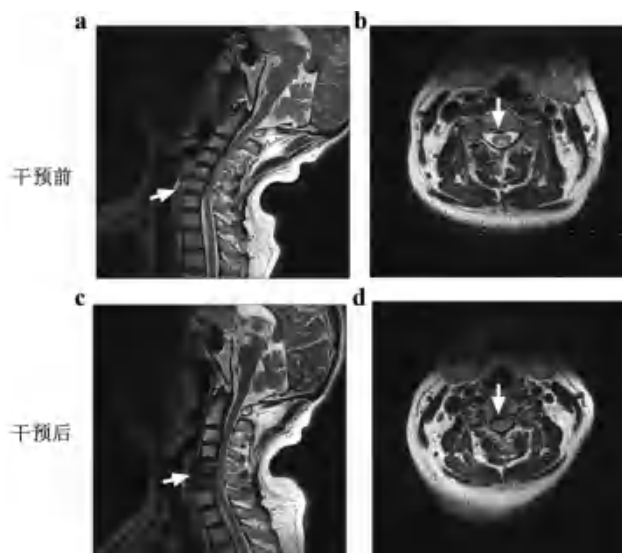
患者干预前和干预后两次 MRI 结果对比
